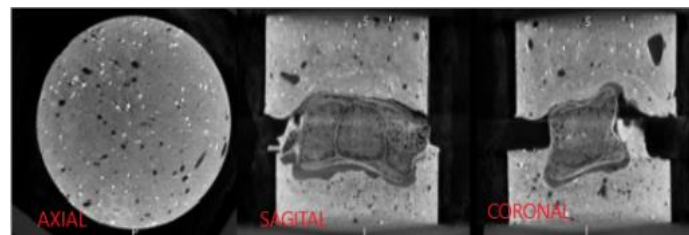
Fatias da tomografia computadorizada do corpo vertebral do suíno. Próprio Autor.
